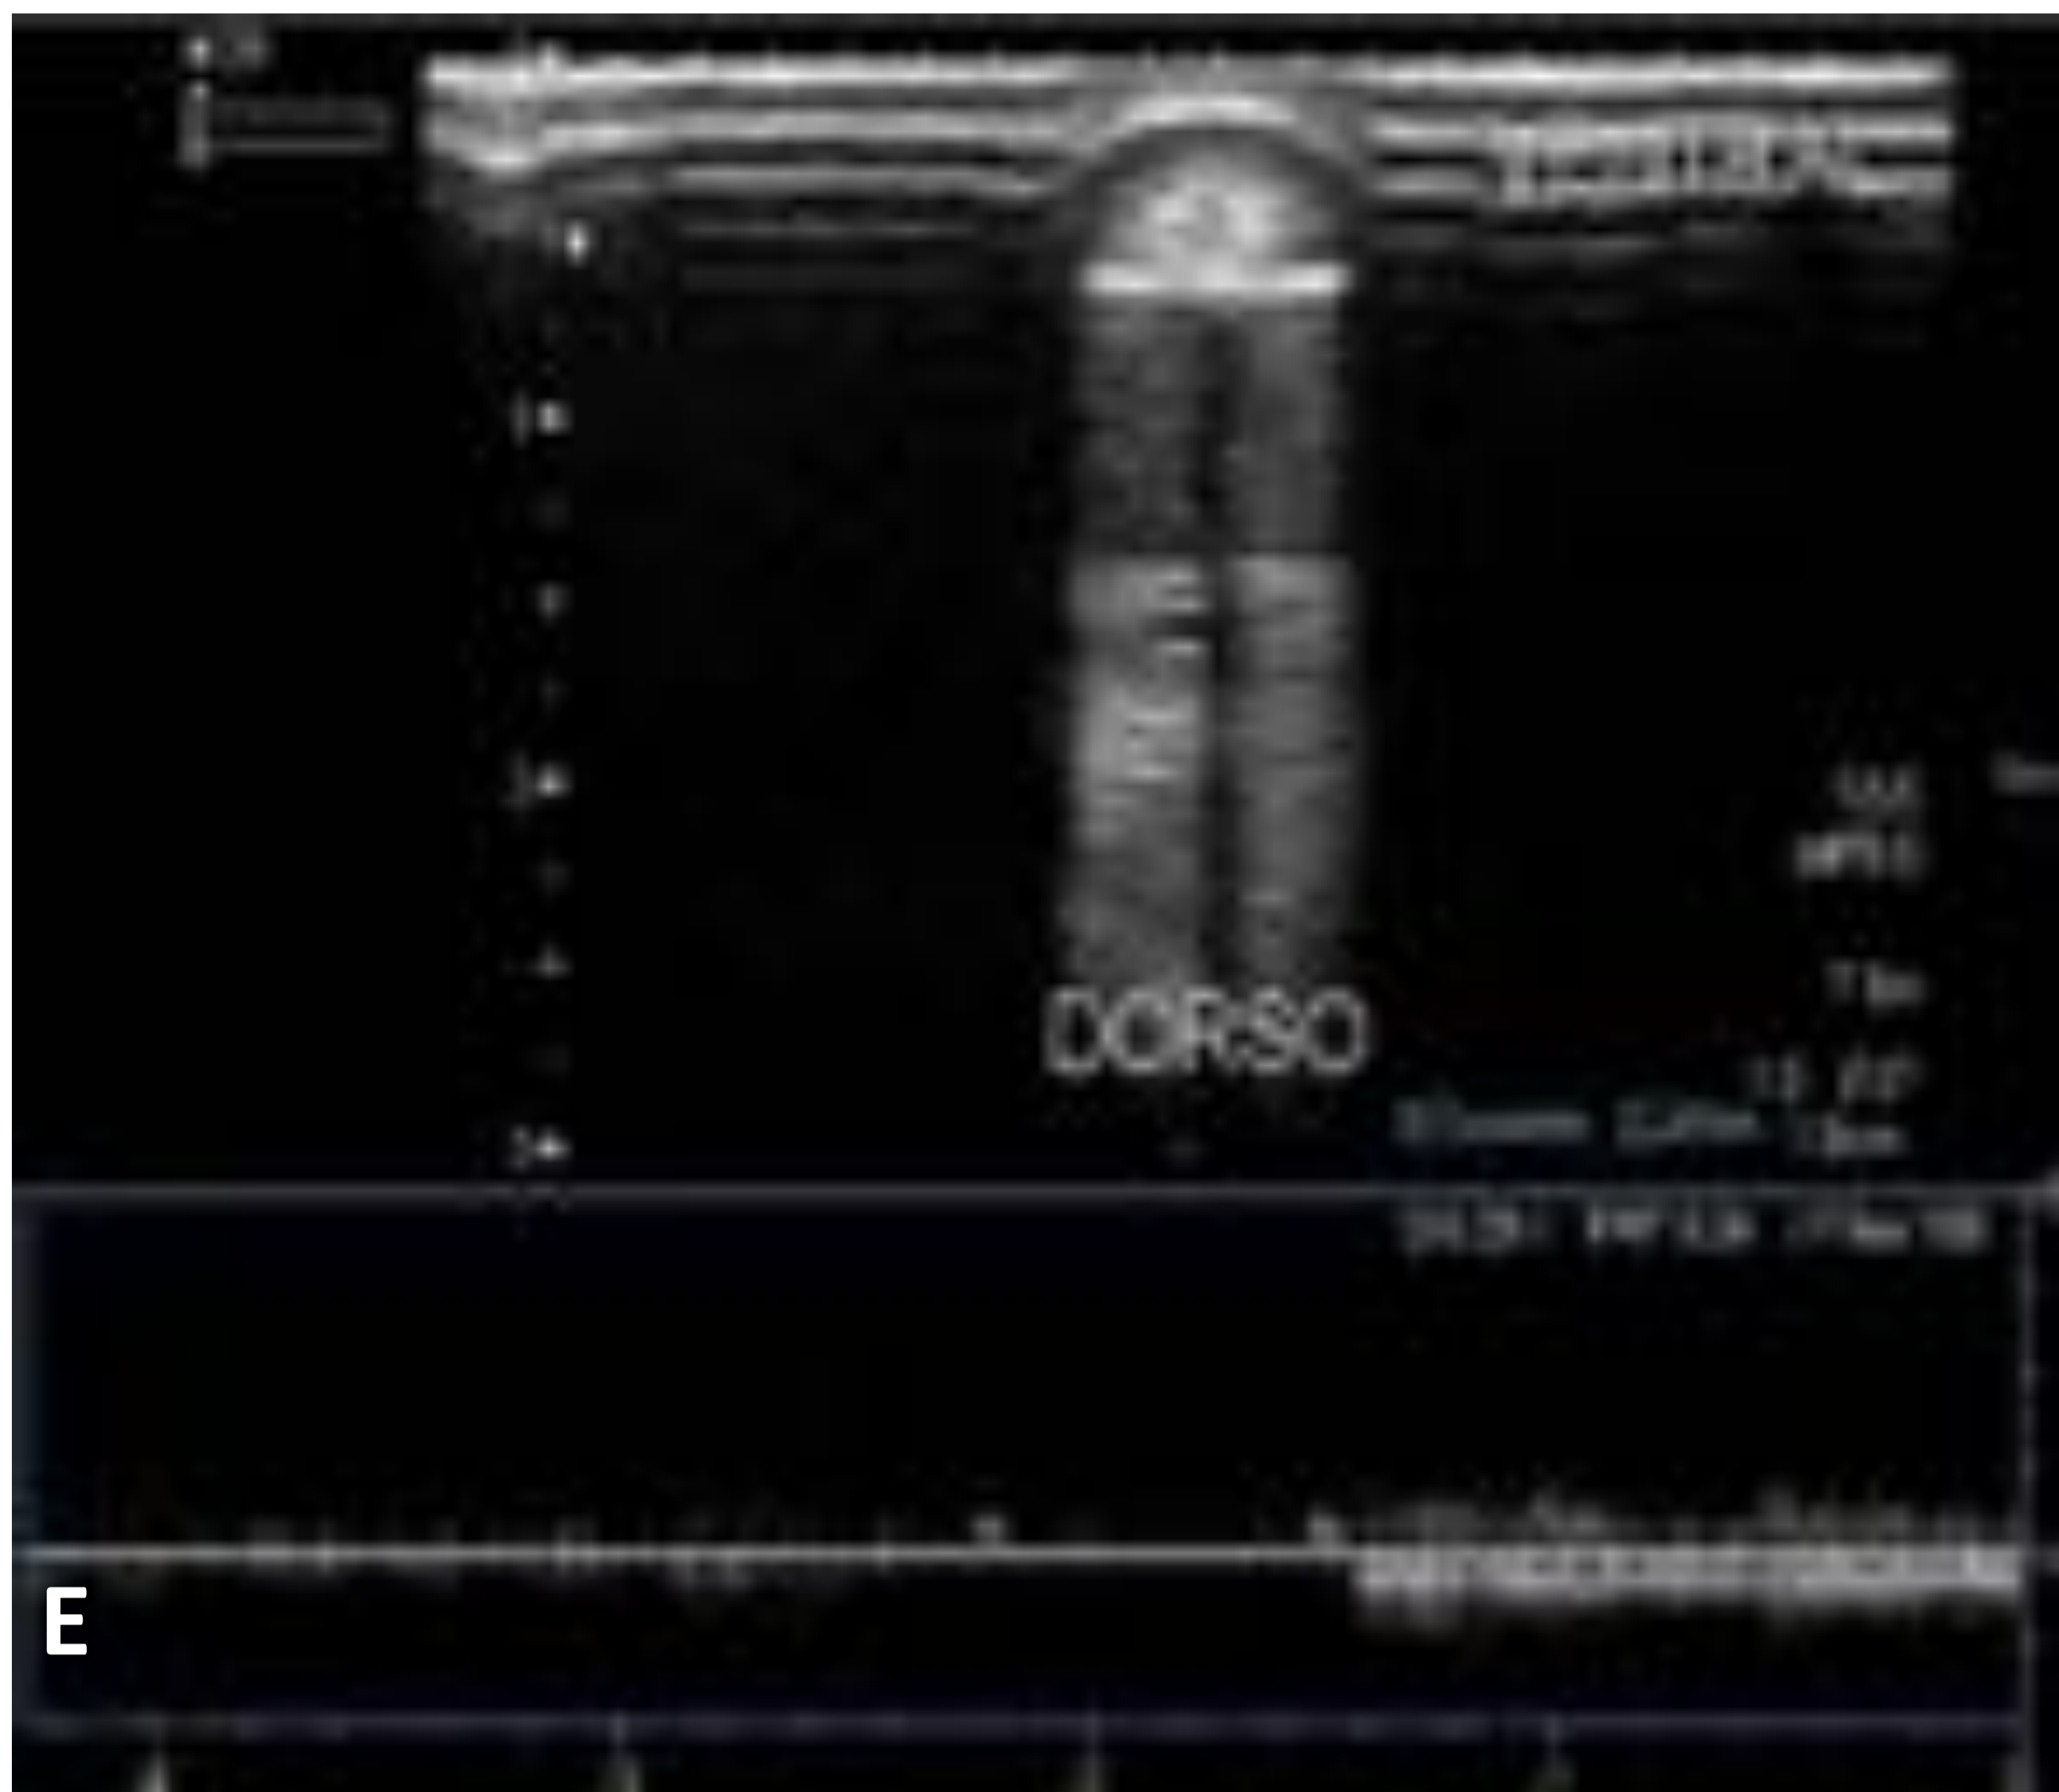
Anatomía ecográfica normal del pene. A y B: corte axial. C y D: corte longitudinal del pene en dorsiflexión. Se observan los cuerpos cavernosos (cc), el esponjoso (ce) y la albugínea hiperecogénica (A y A). E y F: estudio Doppler power con la arteria dorsal del pene permeable.
